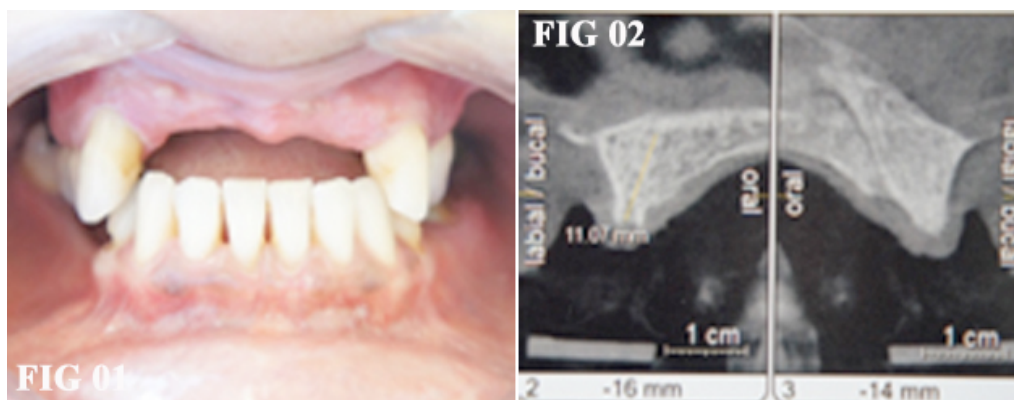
Aspecto inicial da paciente, maxila anterior com perda óssea horizontal. Figura 2 - TC com aspecto de defasagem óssea horizontal.
